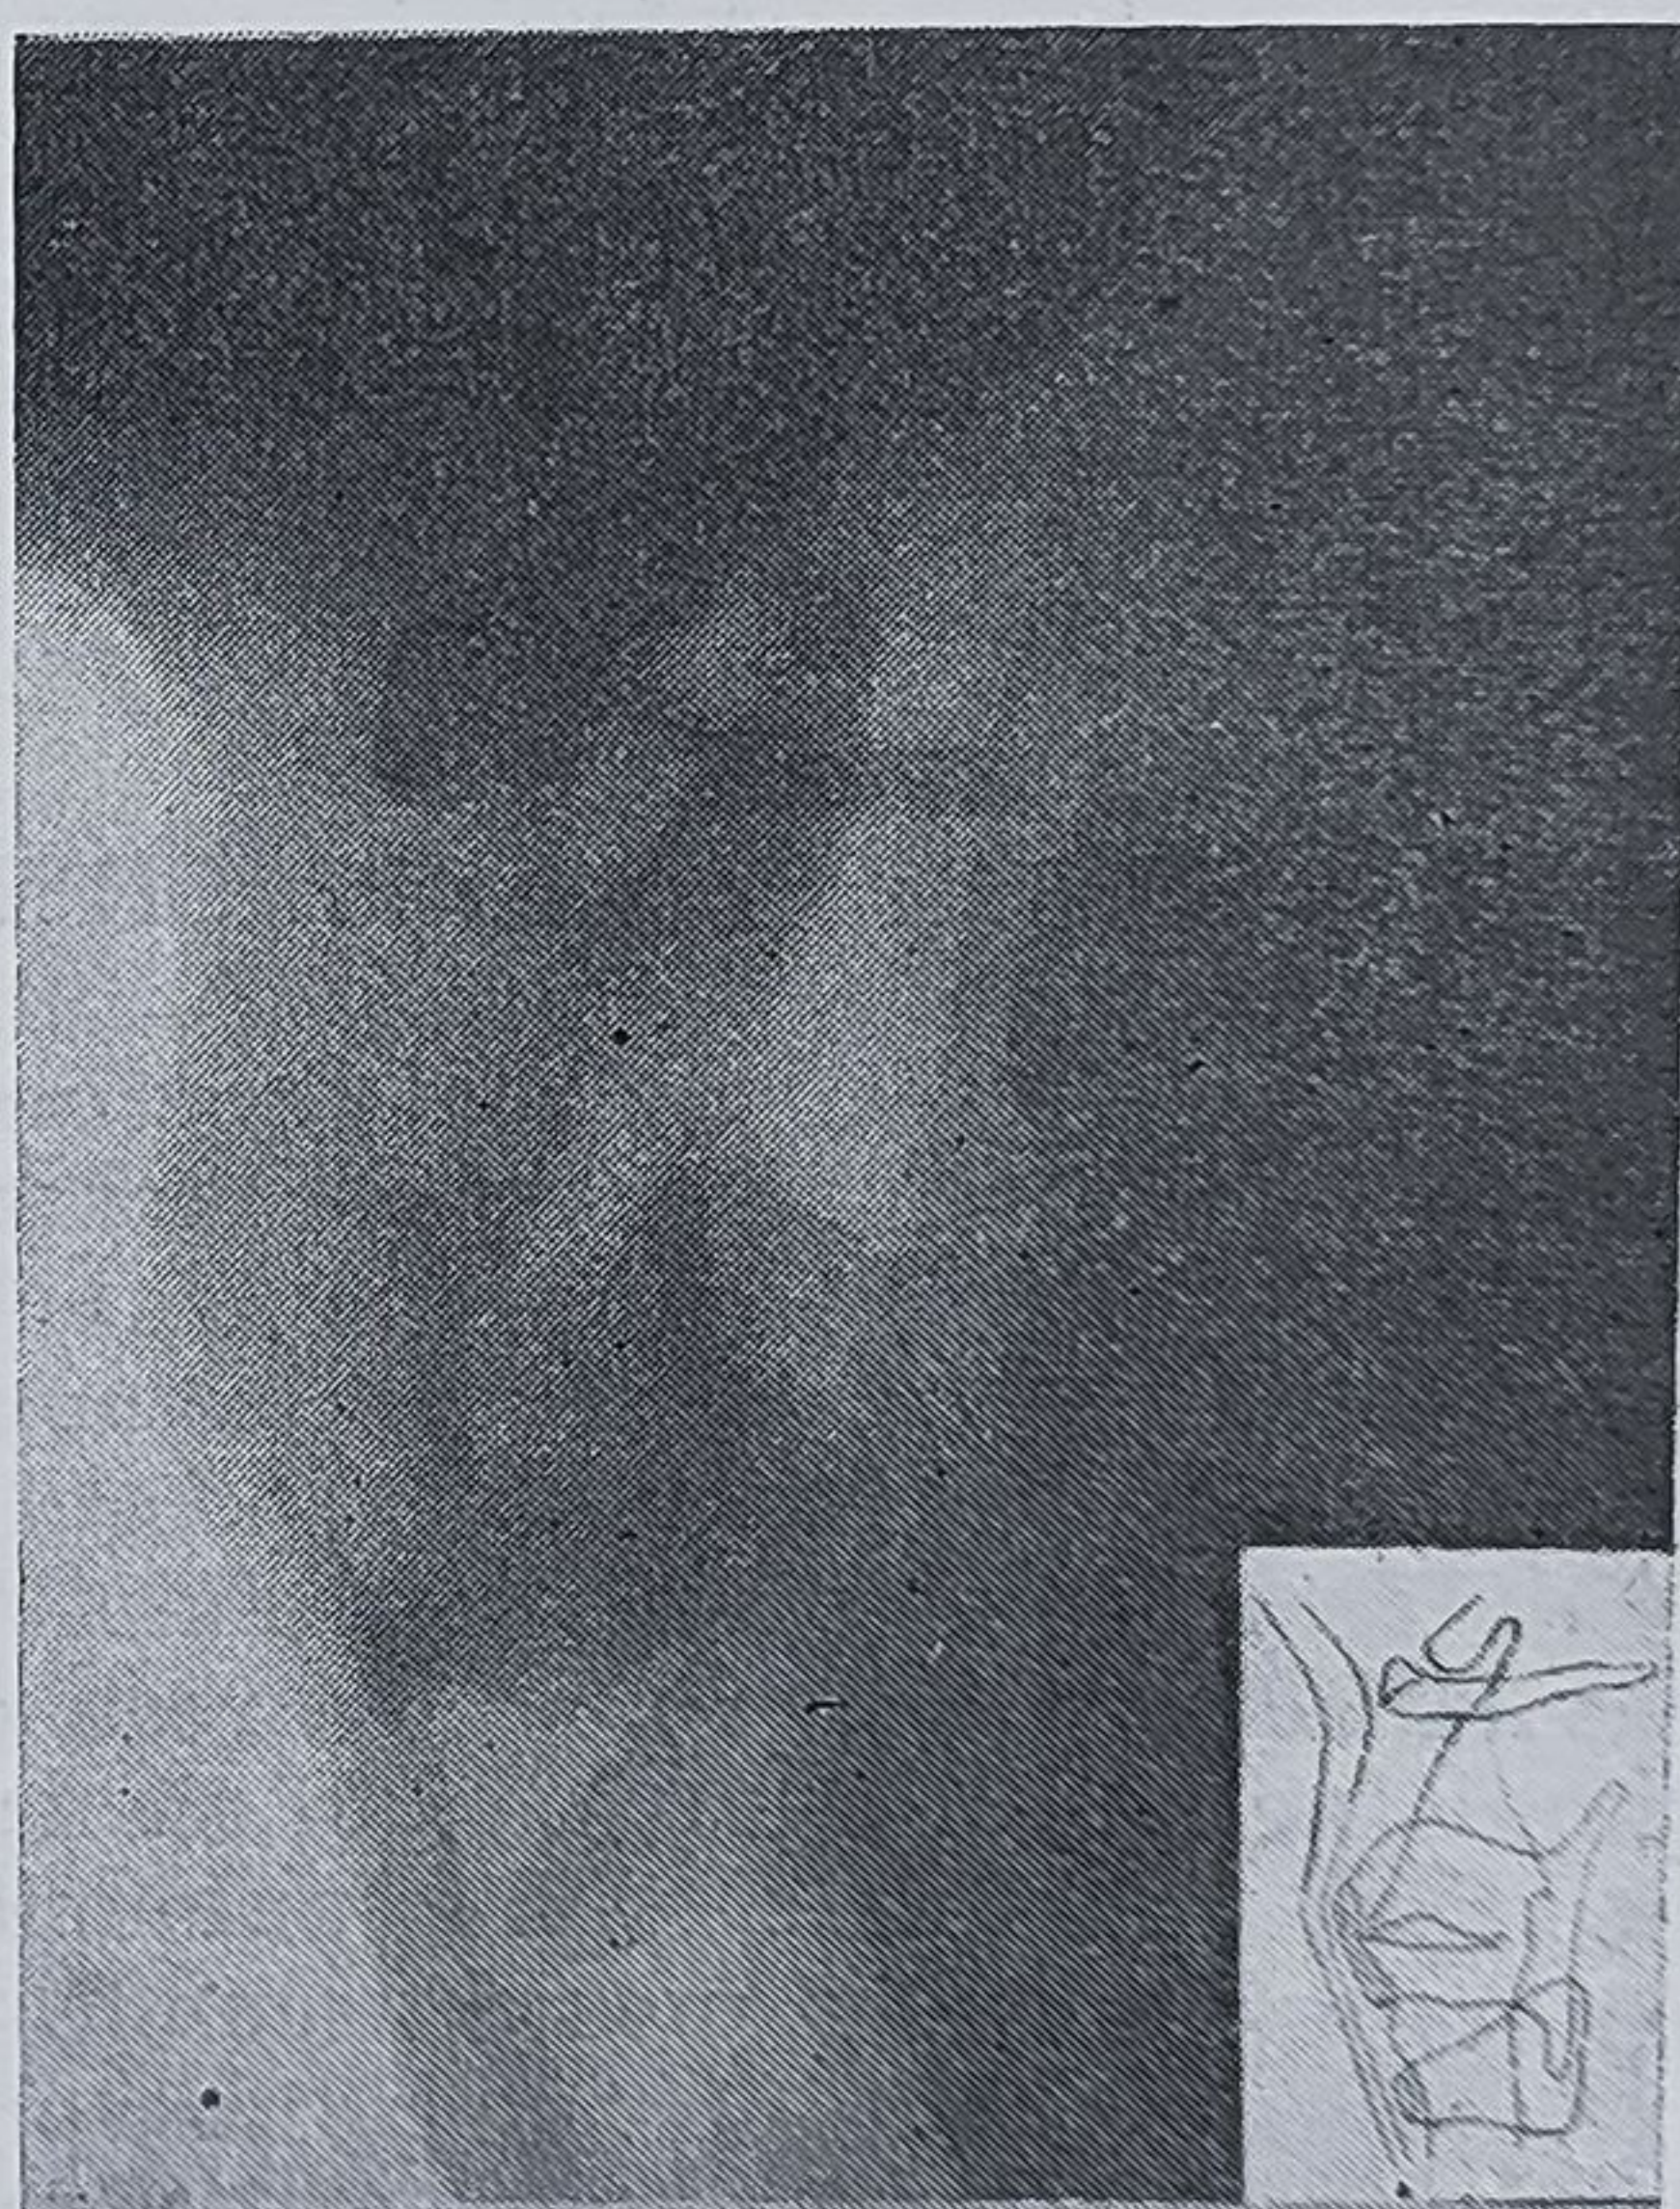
Radiografia din profil a laringelui normal.
